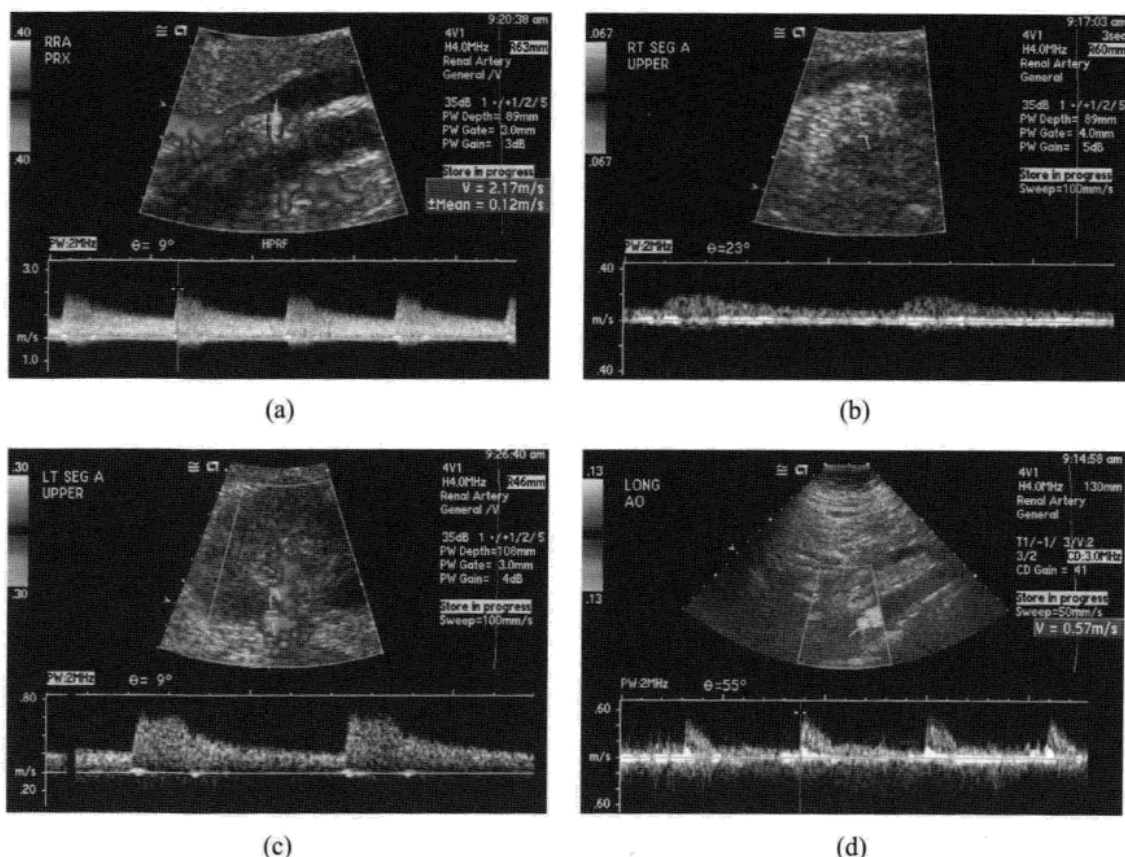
右肾动脉狭窄的超声波多普勒图。主肾动脉收缩峰值血流速度达到 2.17 m/s (正常 $< 2.0 \text{ m/s}$) (a)。受累肾脏的部分肾动脉波形衰减(b)。与对侧肾脏正常波形相比(c)。肾动脉狭窄处与主动脉处的收缩峰值血流速度(d) 的比值异常升高, 超过 3.5 ($2.17 \text{ m/s} / 0.57 \text{ m/s} = 3.8$)。
